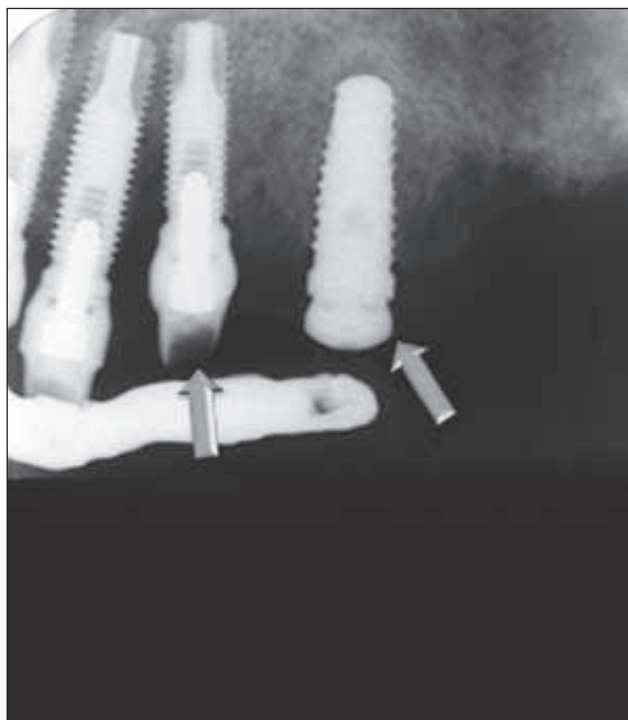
/ Radiographie après la gestion de l'échec. L'implant le plus distal a été déposé (flèche de droite). Après débridement de l'alvéole, un implant conique de plus gros diamètre a été posé à sa place et laissé en nourrice (flèche de droite). L'implant mésial adjacent est désenfoui, il reçoit un pilier en titane. Il servira d'appui le plus distal à la prothèse (flèche de gauche). La prothèse provisoire continuera sa fonction de temporisation.
